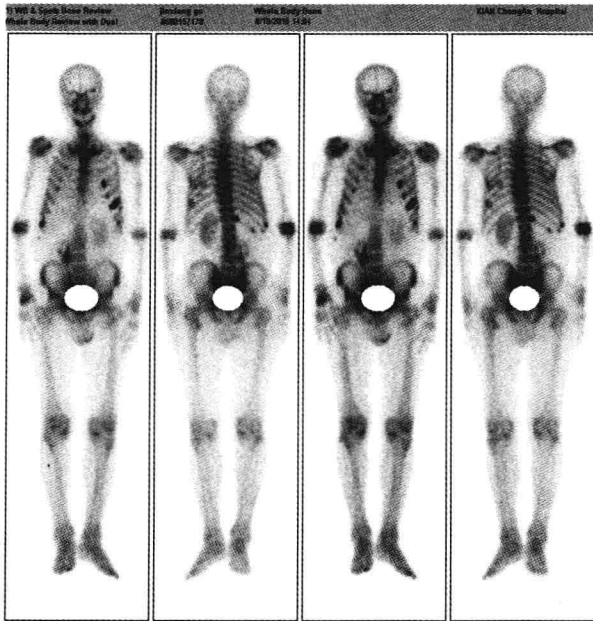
右肺肺癌（小细胞）椎骨转移 SPECT 观
